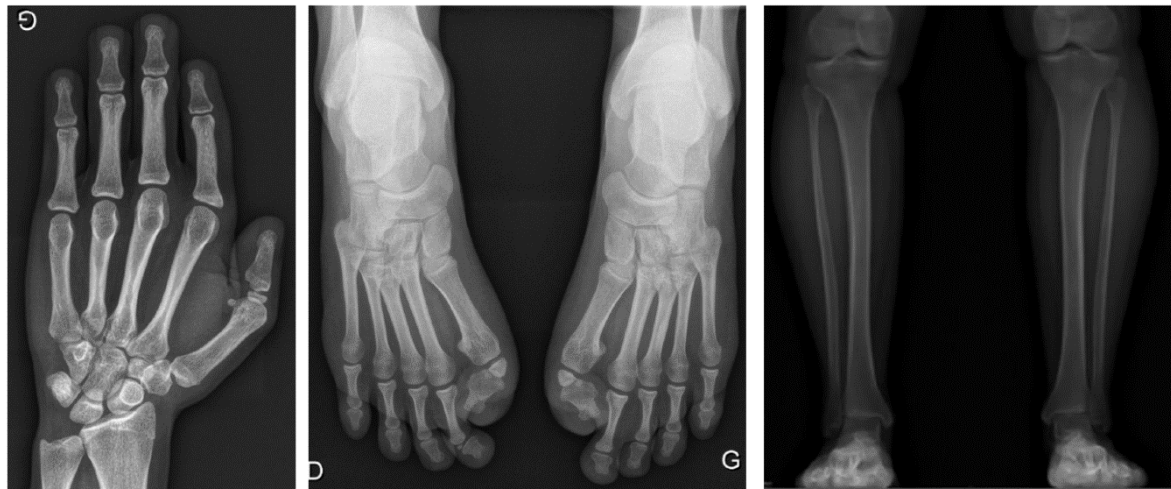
Radiographie patiente 46.
